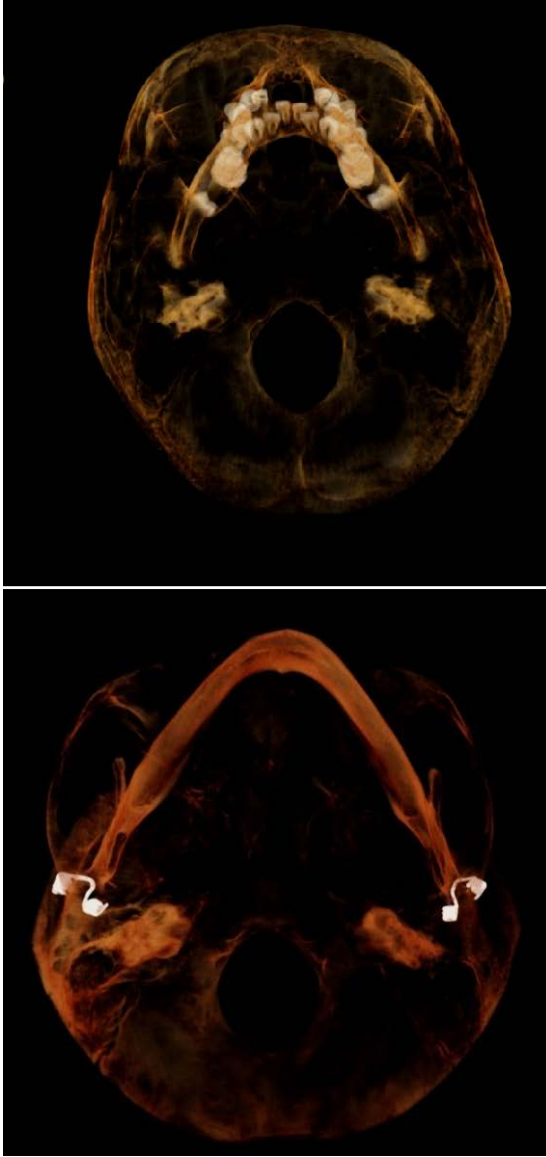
Tomografie craniche di bambino (in alto), e di anziano (in basso). Si noti la notevole densità ossea che protegge le strutture dell'orecchio medio e interno: questa particolare compattezza si realizza precocemente e si mantiene in tutte le fasi della vita. TC cone beam di reperti del Museo di Antropologia dell'Università di Firenze.
